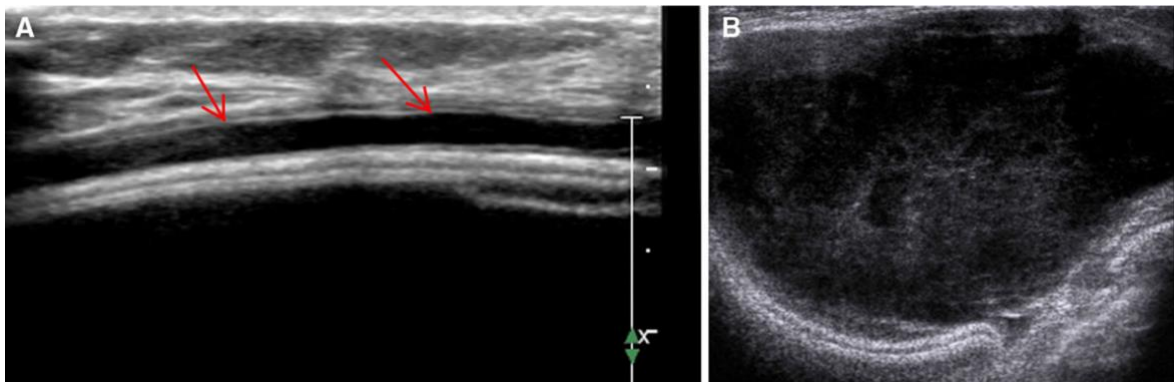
Ecografía BIA-ALCL. (A) Imagen de la mama derecha que muestra el acúmulo de líquido (flechas) entre el implante y la cápsula. (B) Imagen del cuadrante superior externo mamario en otra paciente que muestra una masa sólido-cística compleja, contigua al implante. Extraído de Adrada BE, et al. ⁽⁶⁸⁾
